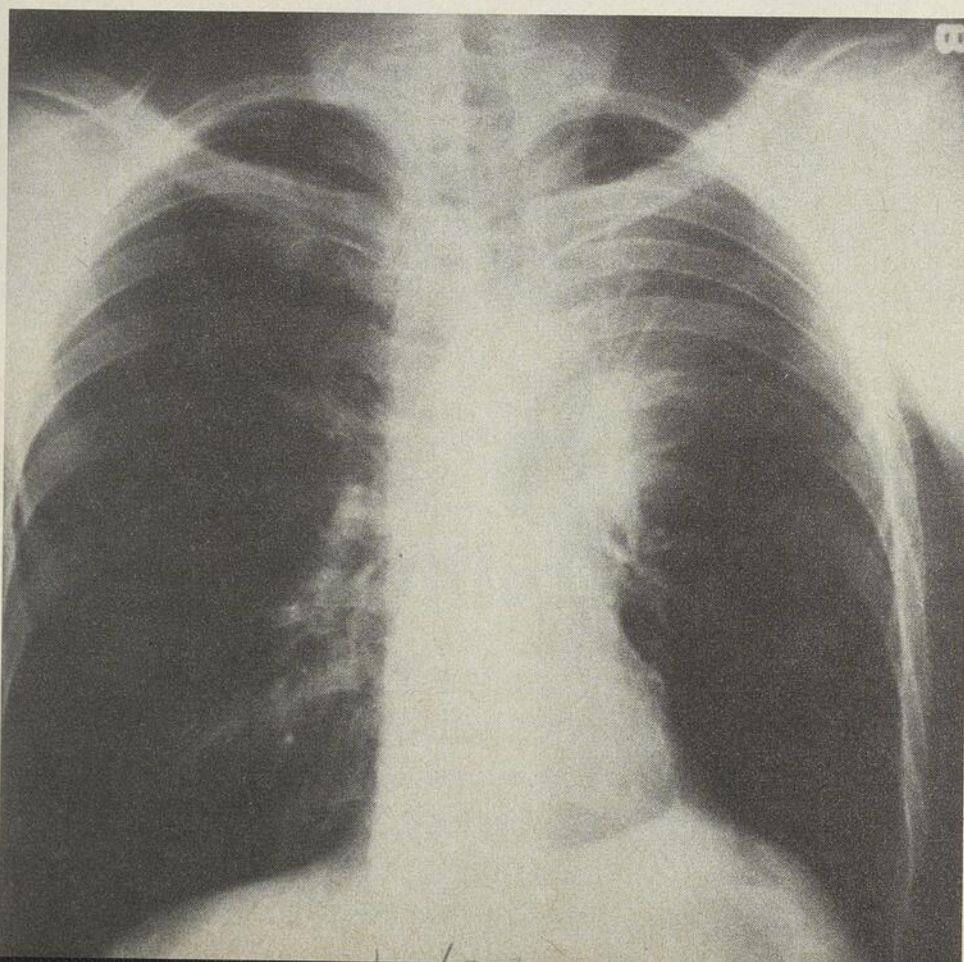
L'atélectasie du lobe supérieur gauche visualisée sur cette radiographie est caractérisée par une opacité parasternale gauche qui fait silhouette sur le rebord cardiaque supérieur gauche et sur le bouton aortique. La trachée est déplacée vers la gauche et le hile gauche est élevé.
